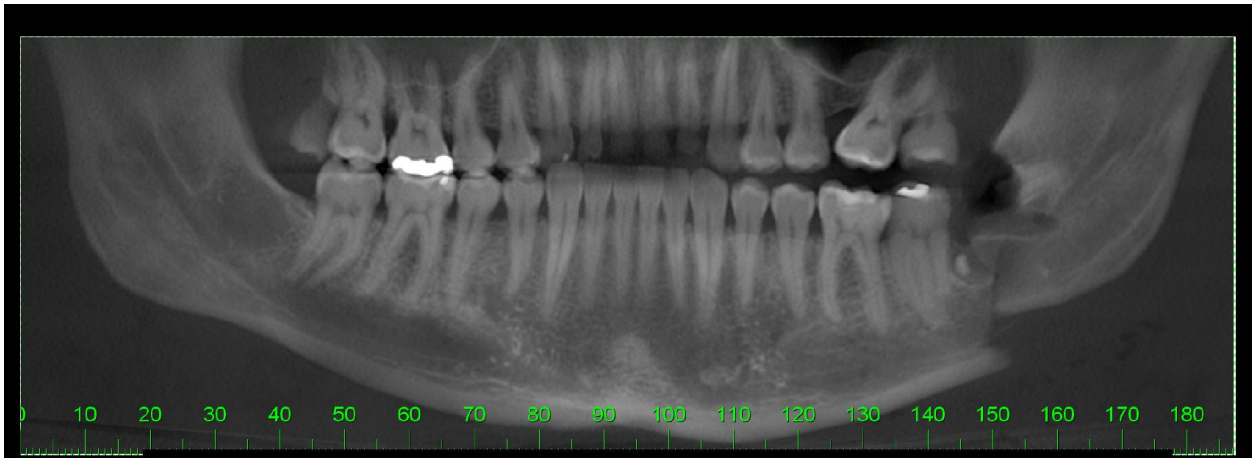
Radiografia panorâmica realizada no trans cirúrgico durante a exodontia do elemento dentário incluso 38.
